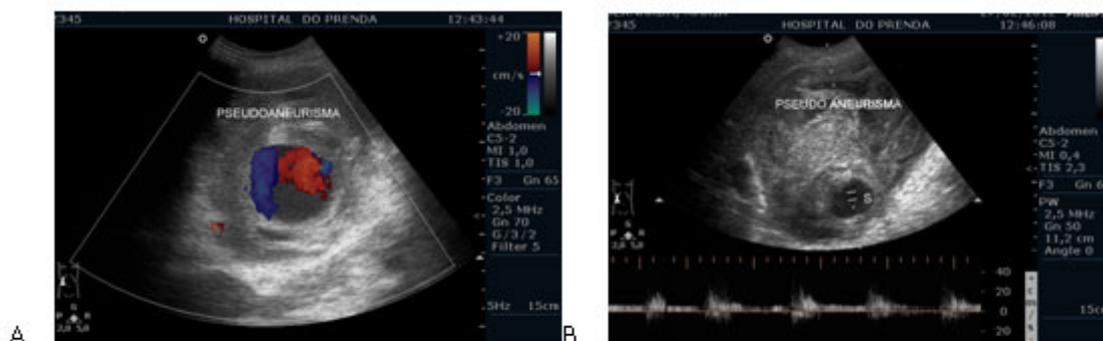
En el estudio con Doppler color (A) y espectral (B) se comprueba flujo vascular bidireccional dentro del saco anecoico. (Signo del ying-yang).
